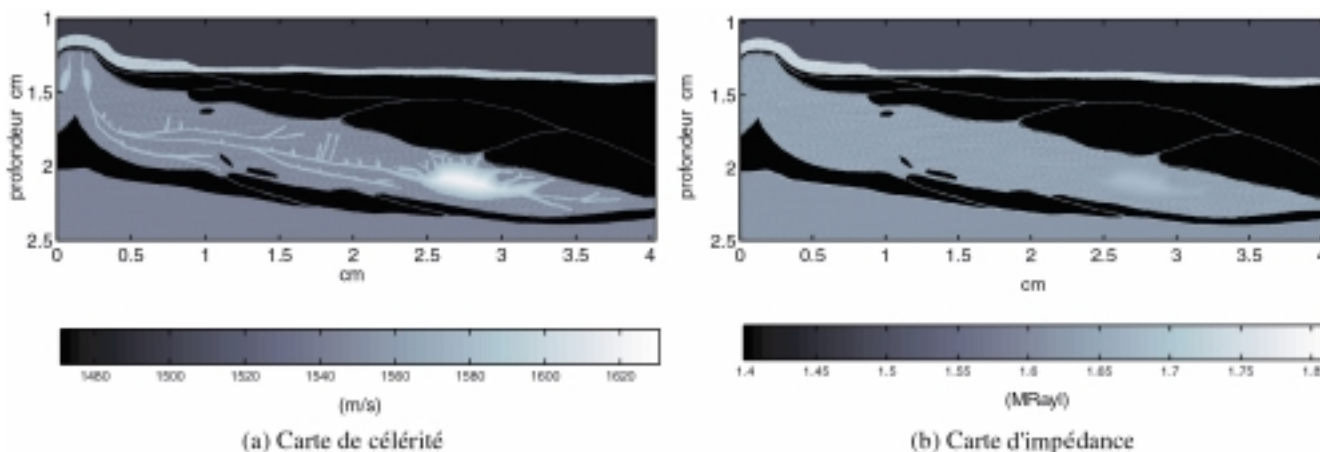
Fantôme numérique de sein pour l'échographie. La patiente est allongée sur le dos et son sein est aplati.
